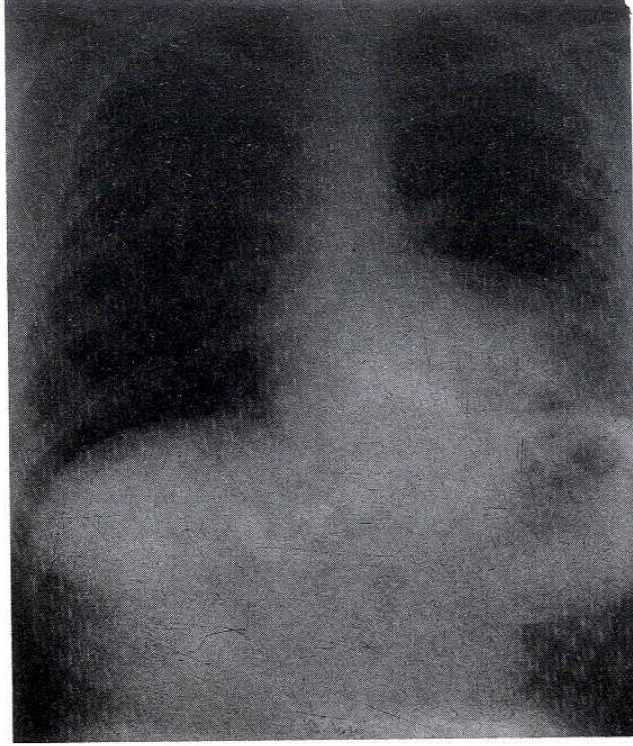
Postero-anterior akciğer grafisi. Hasta kliniğe kabul edildiğinde yapılan inceleme.
